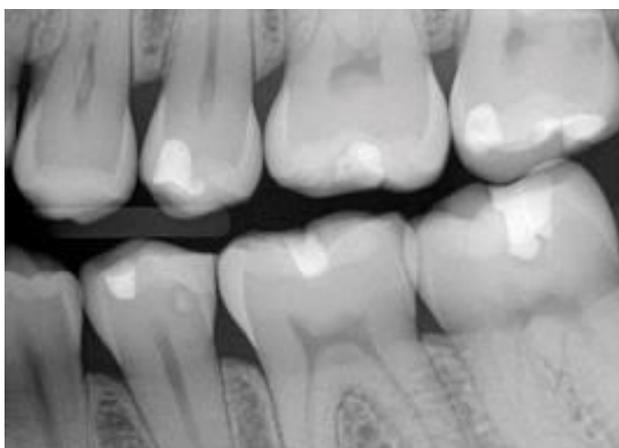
Radiografía Bitewing o de aleta mordida (Fuente: <http://www.sdpt.net/CCMS/CAR/pruebadiagcomple.htm>, 2014)
